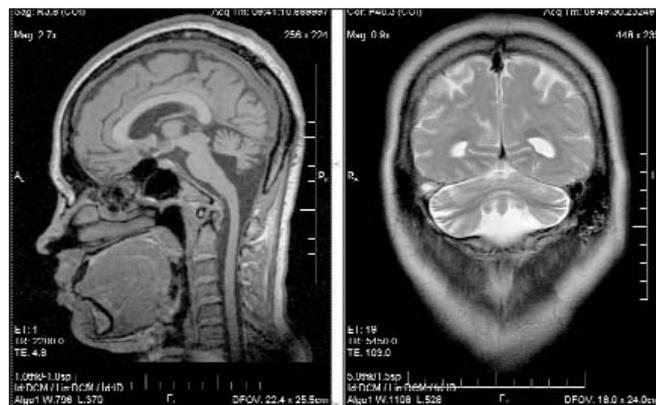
МРТ головного мозга той же пациентки. Картина синдрома «двойной коры» (описание в тексте)
